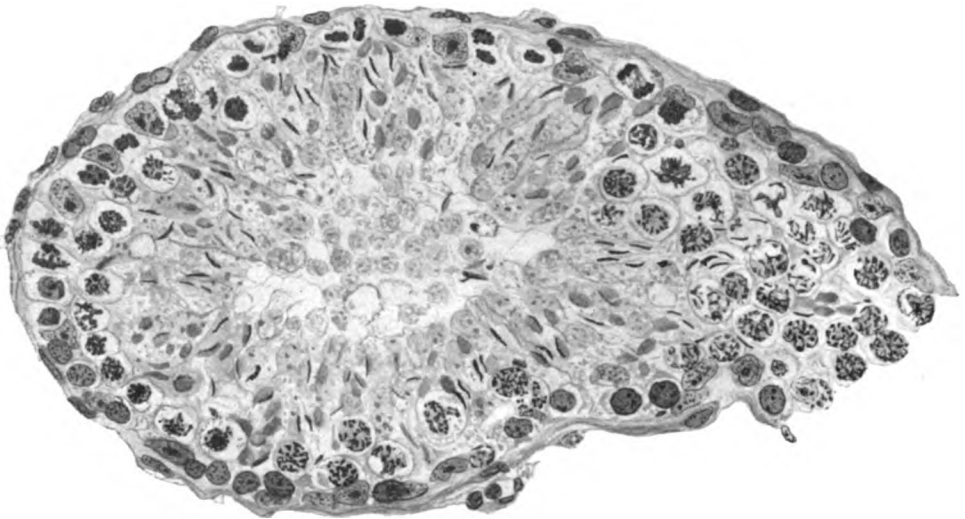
Repopulation eines Röntgenhodens nach einmaliger Bestrahlung mit 1 H.E.D. (Prot. Nr. 4, r.). Haematox. Eosin, Zeiß, KO. 5 \times , Ap. 90. Spermiogonien, Spermiogonienteilung, neugebildete Spermiozyten, Reifeteilungen und alte, von der Depopulation her zurückgebliebene Spermien.
